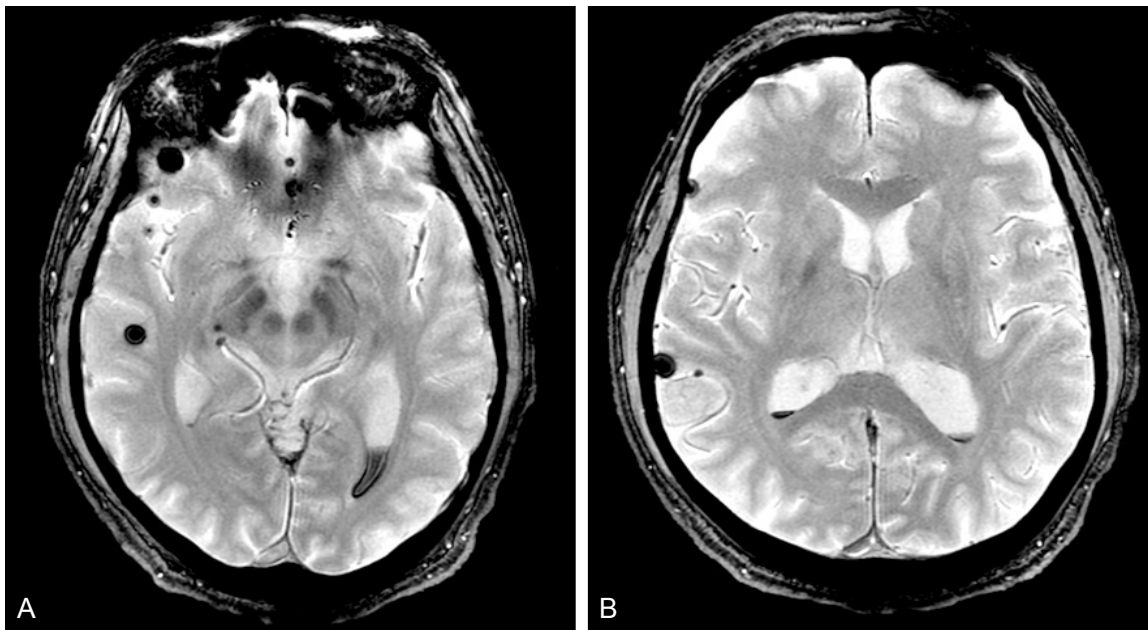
The findings of brain magnetic resonance (MR) image in case3. Gradient recalled echo (GRE) image shows bilateral intraventricular hemorrhage in the posterior fossa and both tentorium.
